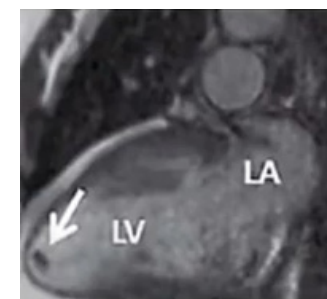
МРТ, тромб в области верхушки левого желудочка
